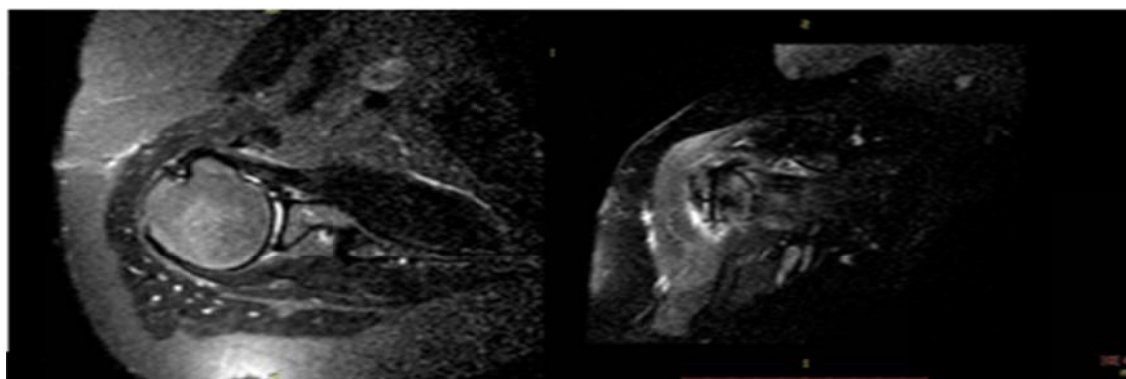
МРТ-контроль плеча через 6 недель после операции: сухожилие бицепса находится в борозде, удерживается сформированным удерживателем
